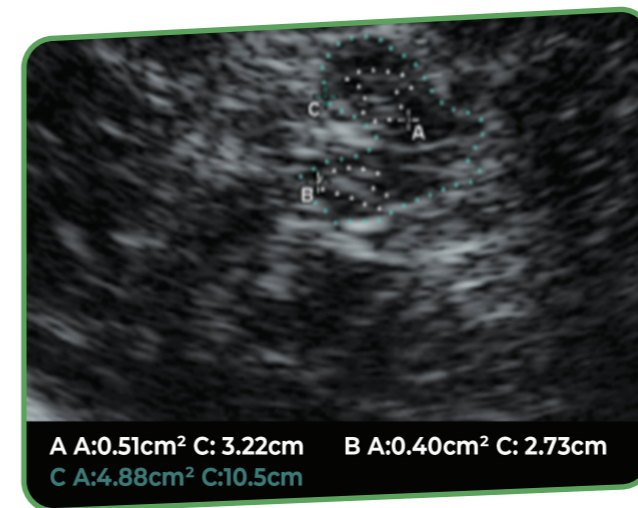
ULTRASSOM DO MESENCÉFALO E ASPECTO DE BORBOLETA
